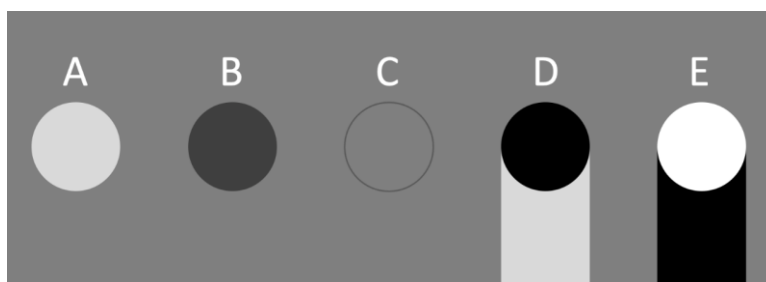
Representación de la ecogenicidad de las estructuras en ecografía. La descripción se realiza comparando los círculos con el fondo de la imagen (considerado como elemento de referencia). A: estructura hiperecoica; B: estructura hipoecoica; C: estructura isoecoica (se ha dibujado el perímetro de la circunferencia para hacer visible la estructura); D: estructura anecoica con refuerzo posterior (*véase más adelante*); E: estructura hiperecoica con sombra acústica posterior (*véase más adelante*). Figura de autor.
